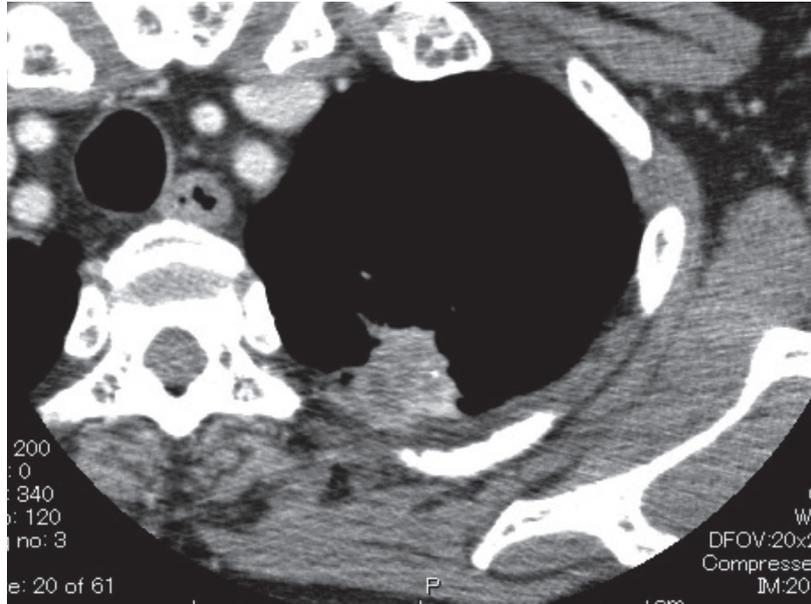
症例3の通常診療造影CT画像（肺野・縦隔条件）
